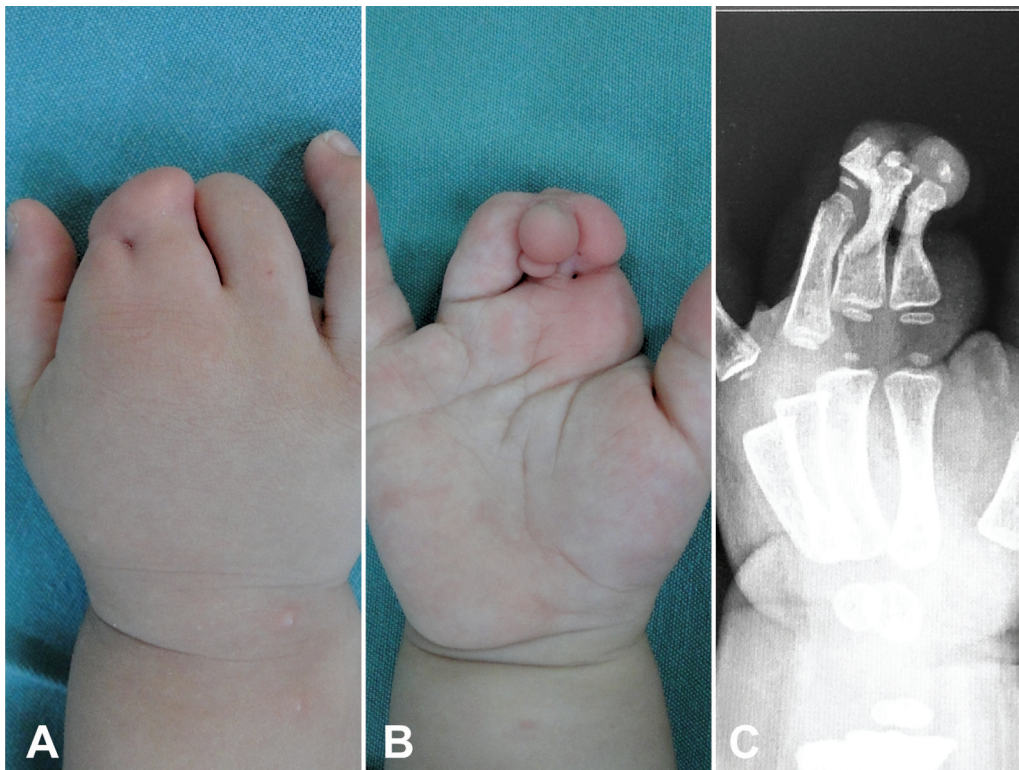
Aspecto clínico de una paciente de dos años de edad con sindactilia por bandas congénitas de constricción (A y B). Radiografía de la mano afectada (C).
